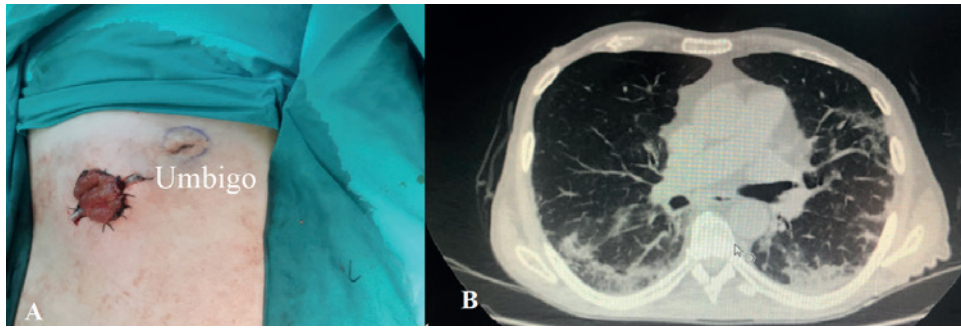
Aspecto pós-operatório de ileostomia na parede anterior do abdome do caso (A) imagem de tomografia computadorizada pulmonar compatível com COVID-19 do caso (B).
